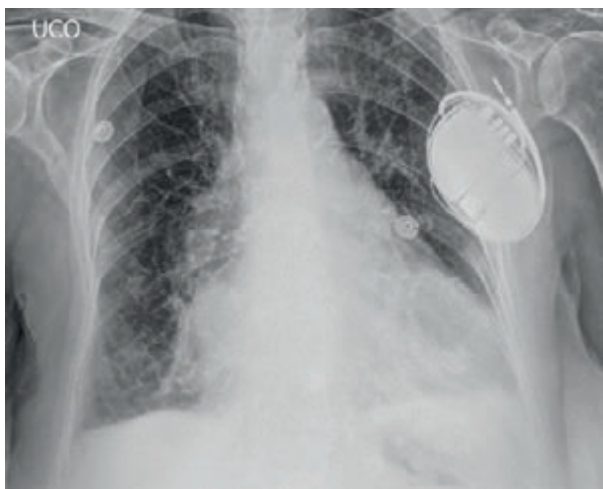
Radiografía de tórax. Se observa retracción de catéter.
